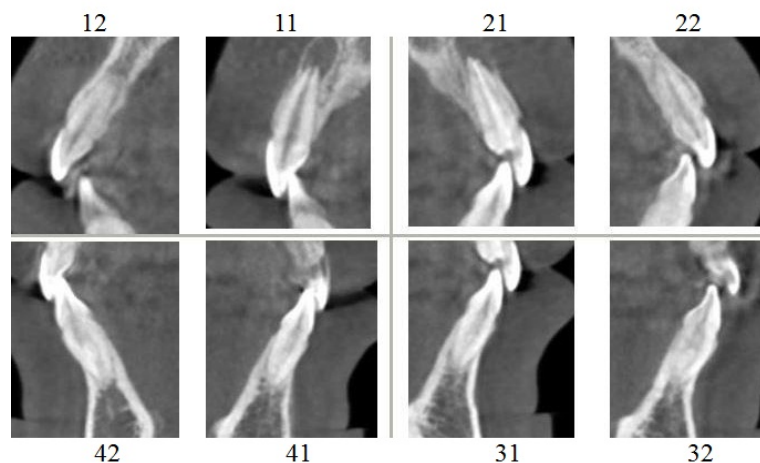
Особенности межрезцовых углов на томограммах
